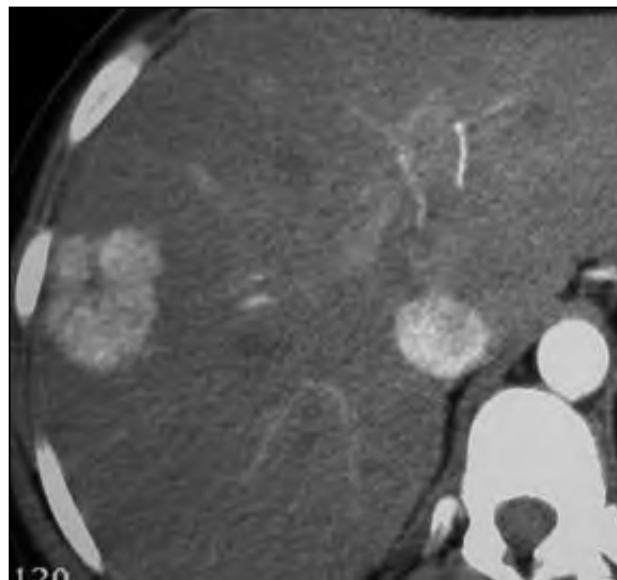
Hiperplasia nodular focal en TC, fase arterial.
